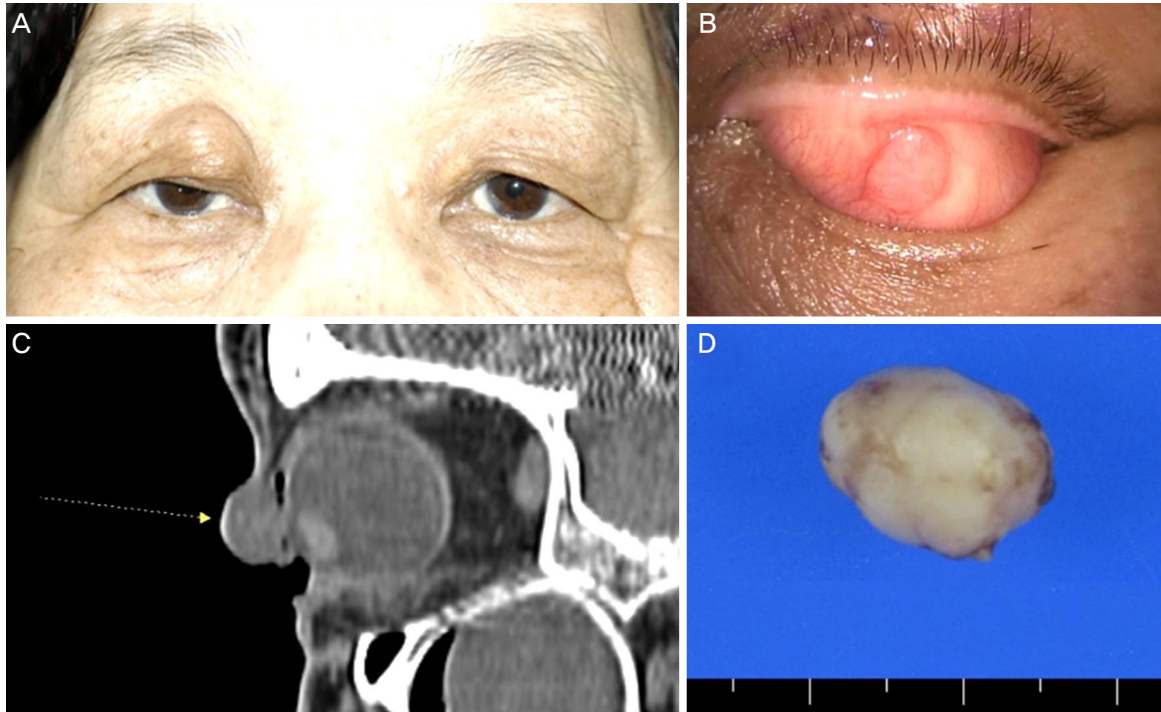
Clinical findings. (A) Clinical picture at presentation. It showed a skin colored mass on the right upper eyelid. (B) Photograph when the eyelid was turned inside out. It showed the upper tarsal plate was penetrated by the mass. (C) Computed tomography. A 0.9 cm sized mass with soft tissue density was seen at right upper eyelid (arrow). (D) Gross picture of the mass. It showed ivory white color with well defined surface and the cutting was ivory white and solid.
